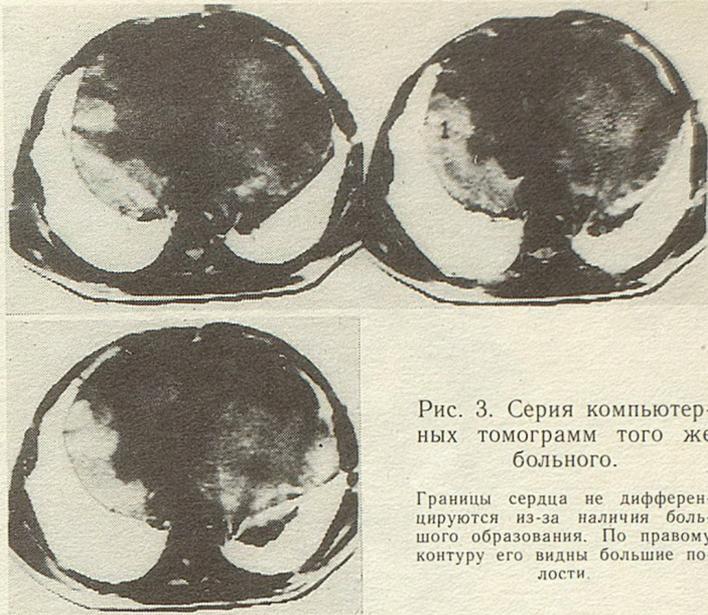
Серия компьютерных томограмм того же больного.
